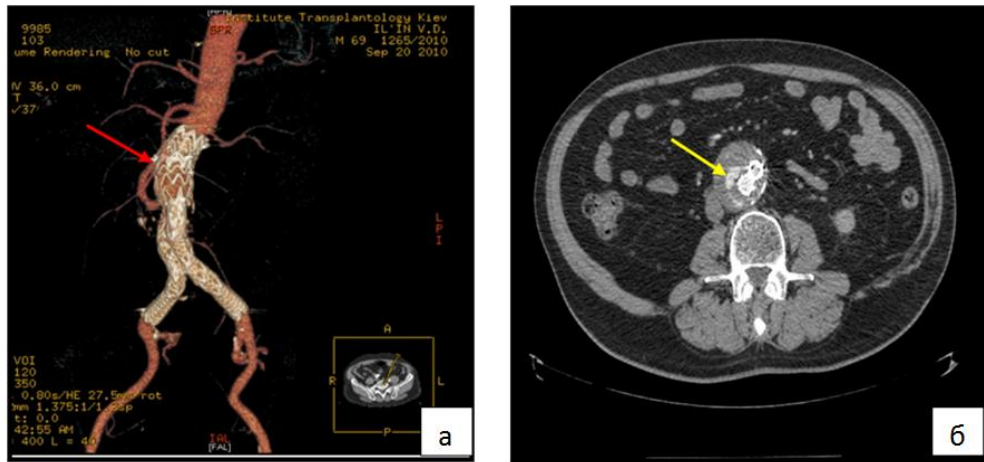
ЕП ІІІ типу (а). МСКТ з 3D-реконструкцією – червона стрілка вказує на ЕП; на поперечному зрізі, видно затікання контрастної речовини в АМ (жовта стрілка) (б).
